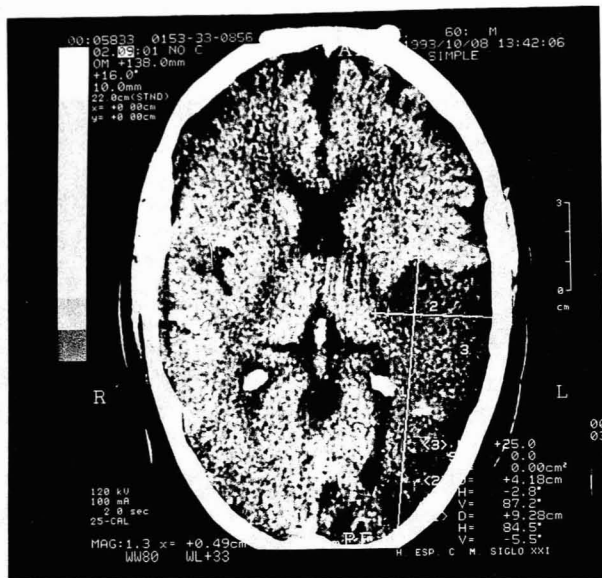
Tomografía axial computarizada que muestra una amplia zona de infarto cerebral en el lóbulo temporal izquierdo (área oscura en el lado derecho de la imagen). La lesión ocasionó trastornos en la comprensión del lenguaje (afasia de Wernicke)
